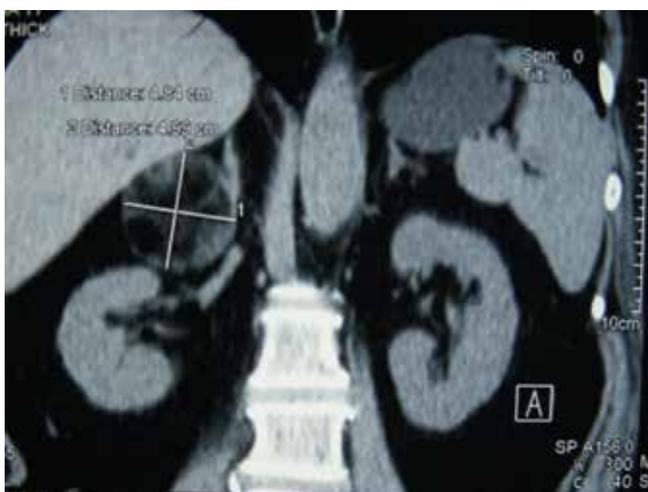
Пациентка Е.: томограмма
